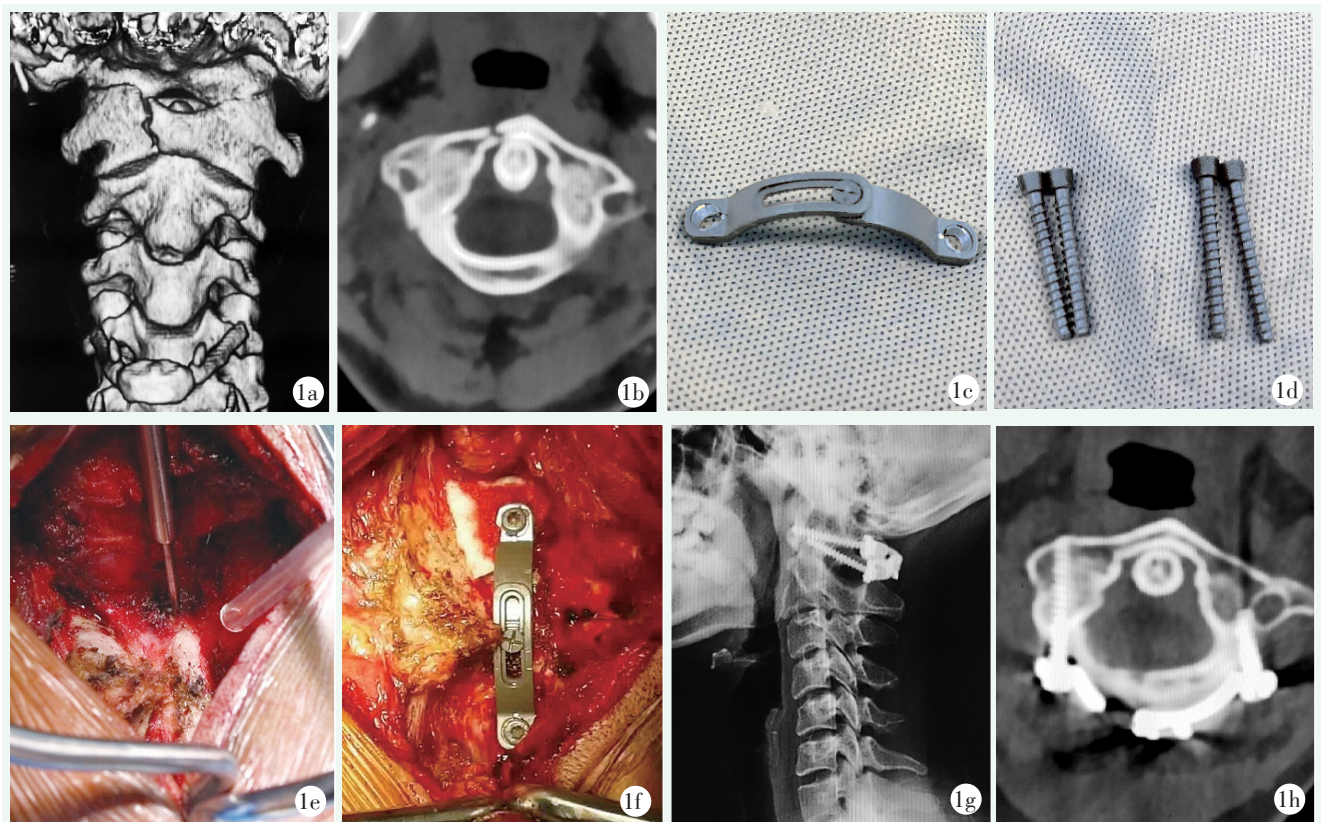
患者, 女, 36 岁, 寰椎骨折 (不稳定 Jefferson 骨折), 行寰椎骨折后路复位单纯内固定术 1a: 三维 CT 显示 C₁ 前弓骨折 1b: 术前 CT 示 C₁ 后弓骨折 1c: 术前 3D 打印滑动钛板 1d: 相适配的螺钉 1e: 术中制备钉道 1f: 滑动钛板固定完成 1g: 术后 18 个月侧位 X 线片示内固定位置良好, 骨折无移位, 已愈合 1h: 术后 18 个月横切面 CT 显示寰枢椎骨折愈合良好, 内固定物位置好
